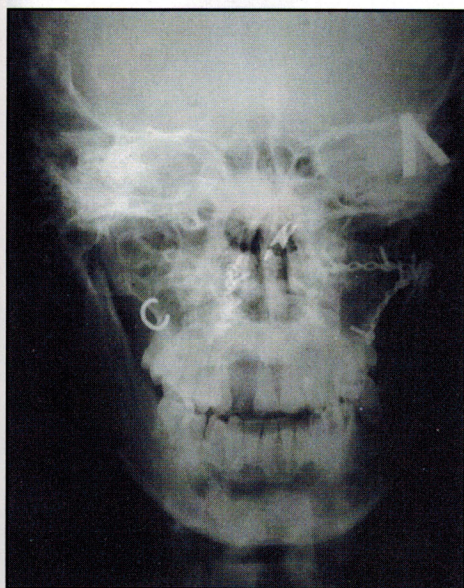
▼ ▲ Рентгенограммы. Через 1,5 месяца после операции.
